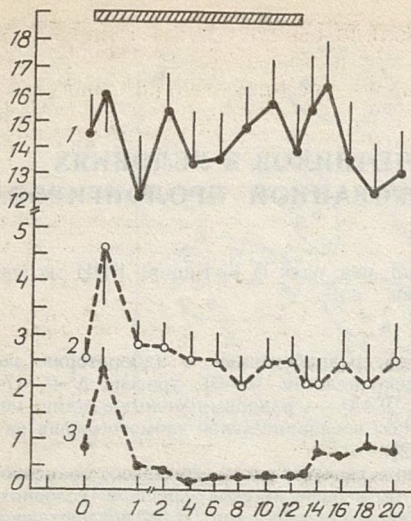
Динамика уровня 17-ОН- Δ^5 -P (1), Δ^5 -P (2) и 17-ОН- Δ^4 -P (3) в плазме периферической крови у самцов павианов гамадрилов, подвергнутых пролонгированной инфузии агонистов ЛГ-РГ ($M \pm m$).
